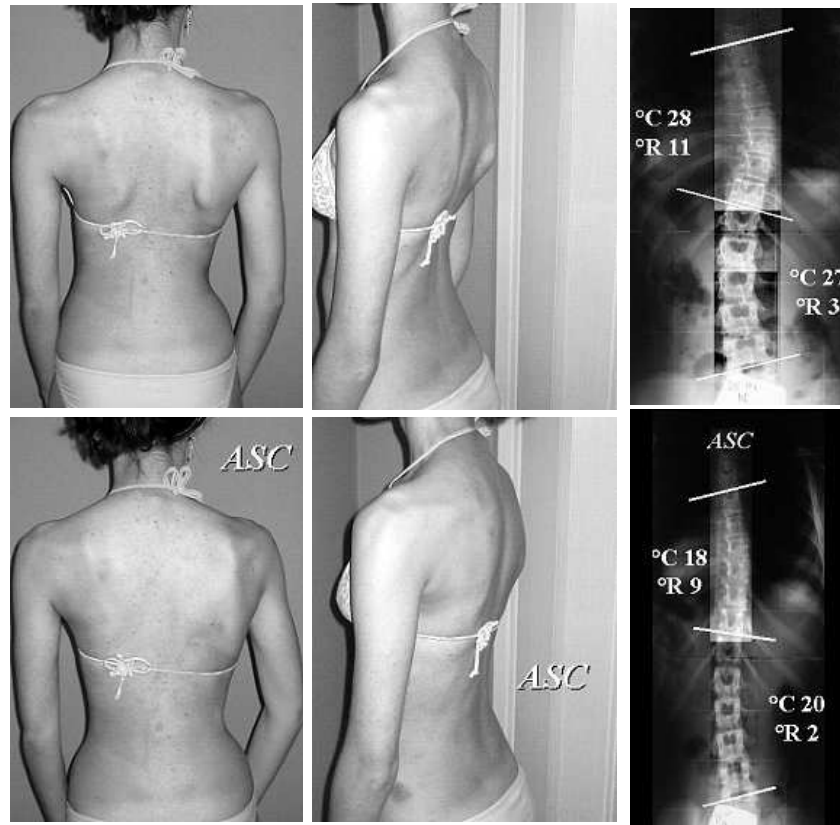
In una prospettiva neurofisiologica, il movimento attivo è nettamente migliore rispetto quello passivo per imparare un comportamento neuro-motorio, la postura. L'auto-correzione attiva, al contrario di quella passiva, va in questa direzione, con un passaggio concettuale da una "correzione" (esercizi correttivi passivi) ad una "riabilitazione neuromotoria" (esercizi attivi per imparare un modo di comportarsi). Sopra: la normale postura. Sotto: auto-correzione attiva (ASC). Osservare la normalizzazione dell'aspetto dei fianchi, l'incremento della cifosi toracica, il miglioramento della lordosi lombare ed i risultati radiografici - C: Cobb; R: rotazione di Raimondi.
